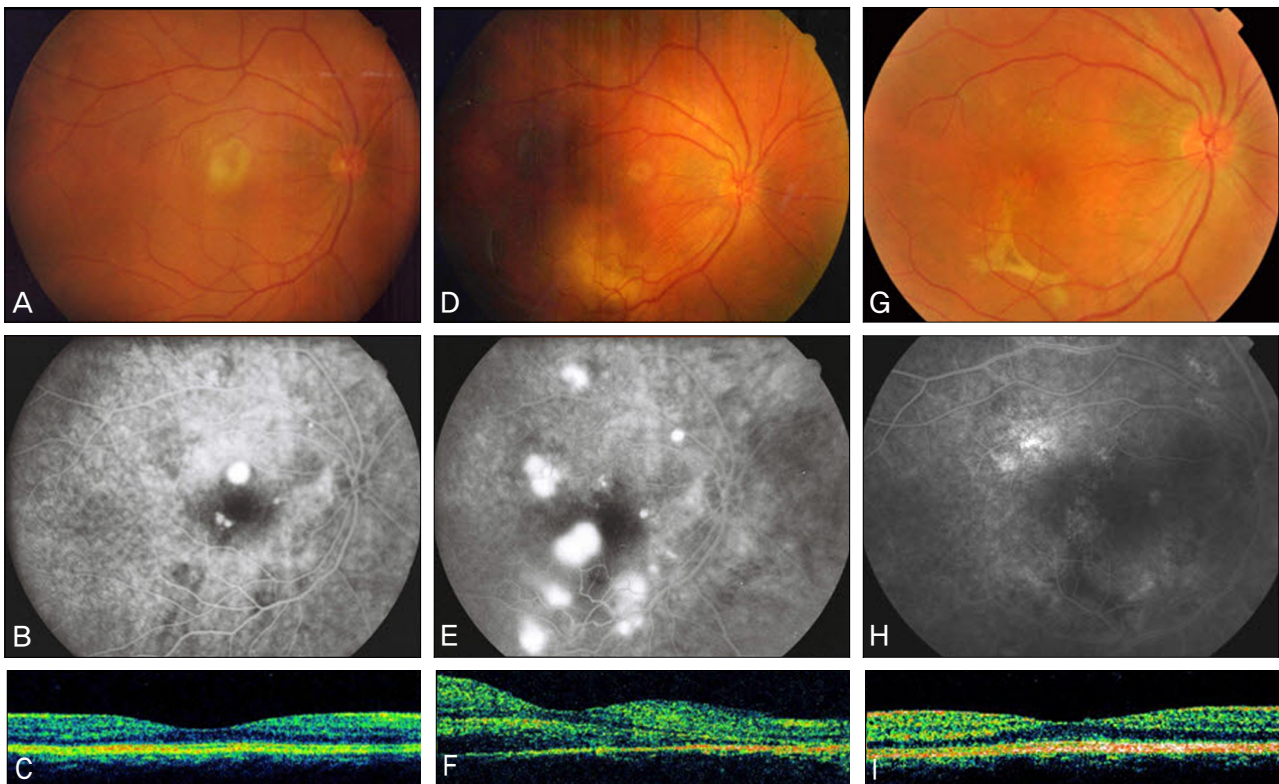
Fundus photographs, fluorescein angiographs (FAG) and optical coherence tomographs (OCT) of the patient's right eye with CSC. Two months after observation without treatment (A, B, C), fundus photograph reveals a yellowish membranous lesion around the macular area (A). FAG reveals hyperfluorescent lesion around the macular area (B). Neurosensory retinal detachment is observed by OCT (C). On the day of severely decreased visual acuity (D, E, F). Fundus photograph shows exudative retinal detachment involving the macular area (D), and FAG reveals increased number and size of the hyperfluorescent lesion (E). Intraretinal edema was observed by OCT (F). Two months after intravitreal 2.5-mg bevacizumab injection (G, H, I). Fundus photograph shows resolution of the retinal detachment. (G) and hyperfluorescent lesion improved on FAG (H). OCT reveals complete resolution of SRF (I).
